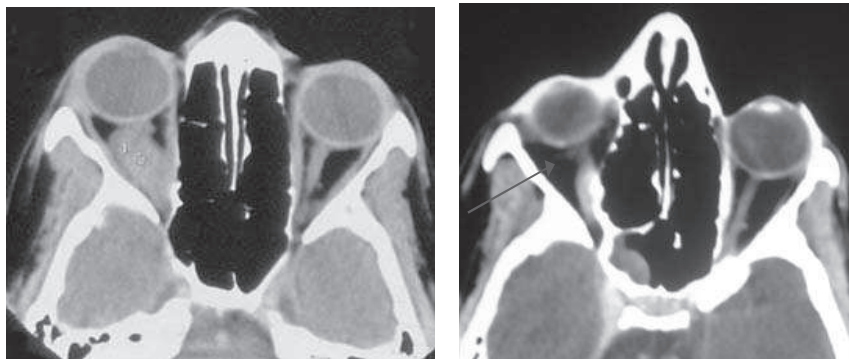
TDM en coupe axiale : à droite Gliome du nerf optique, à gauche tumeur réséquée et nerf optique sectionné (flèche)
